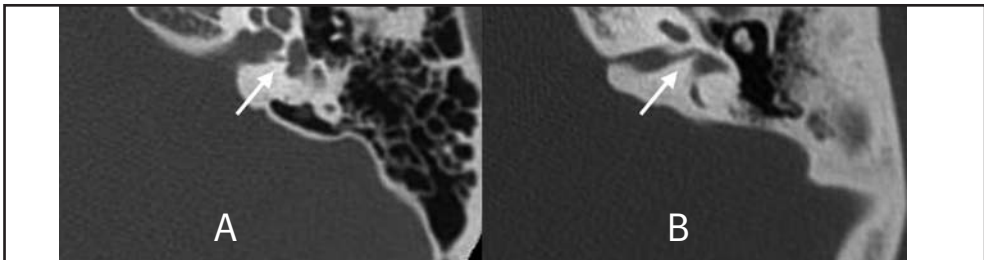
TC multidetettore dell'osso temporale: canale del nervo vestibolare inferiore (A) e superiore (B)
